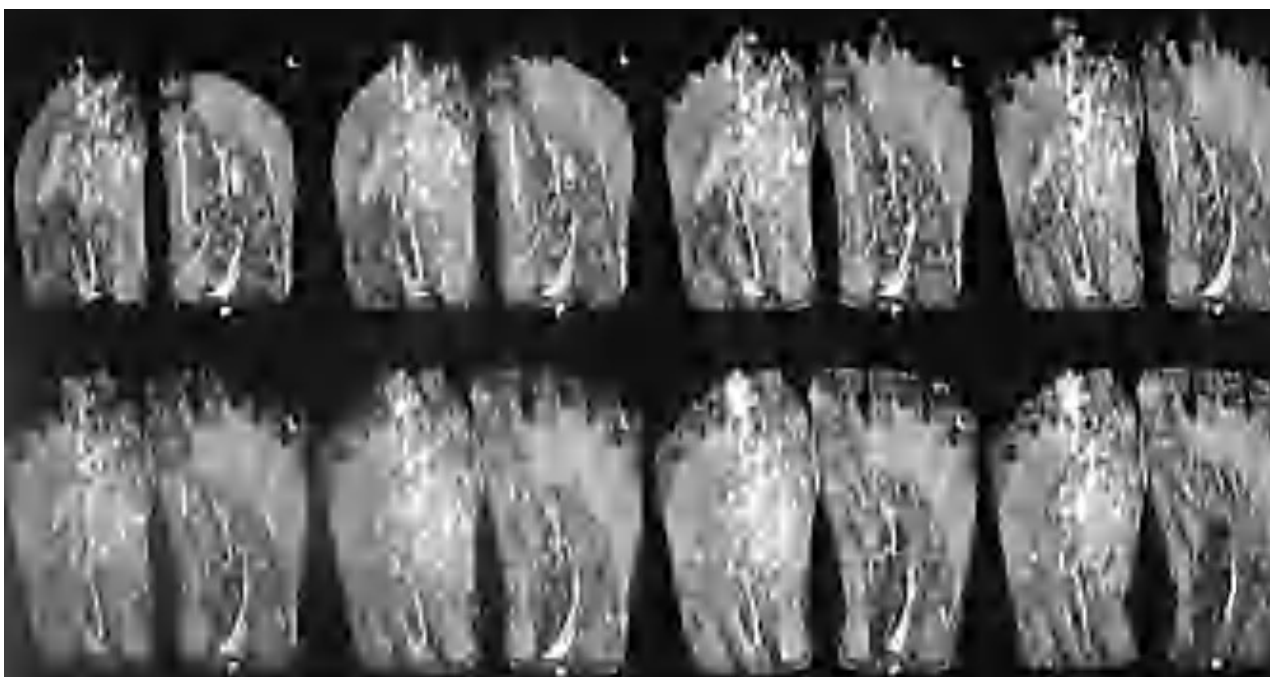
Resonancia magnética del pie que muestra la extensión del hemangioma.
